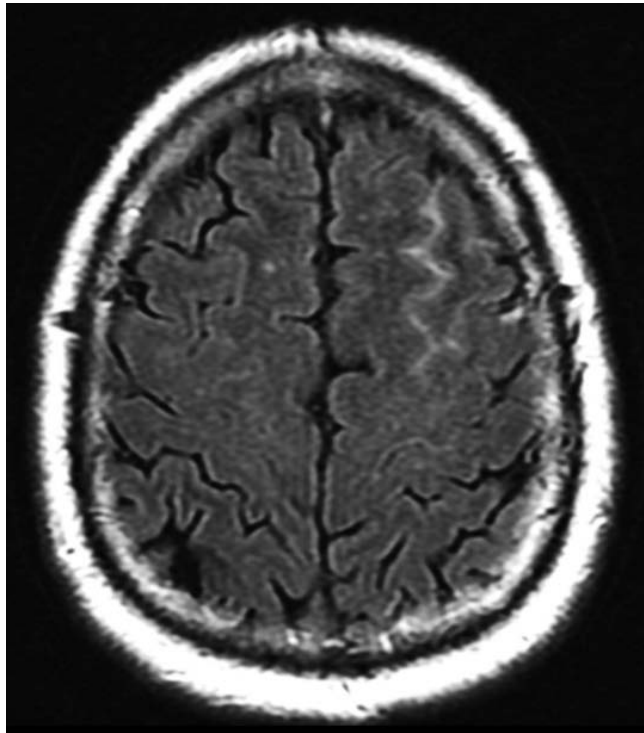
IRM cérébrale (coupe axiale, séquence FLAIR) : HSA corticale frontale gauche.(19)
